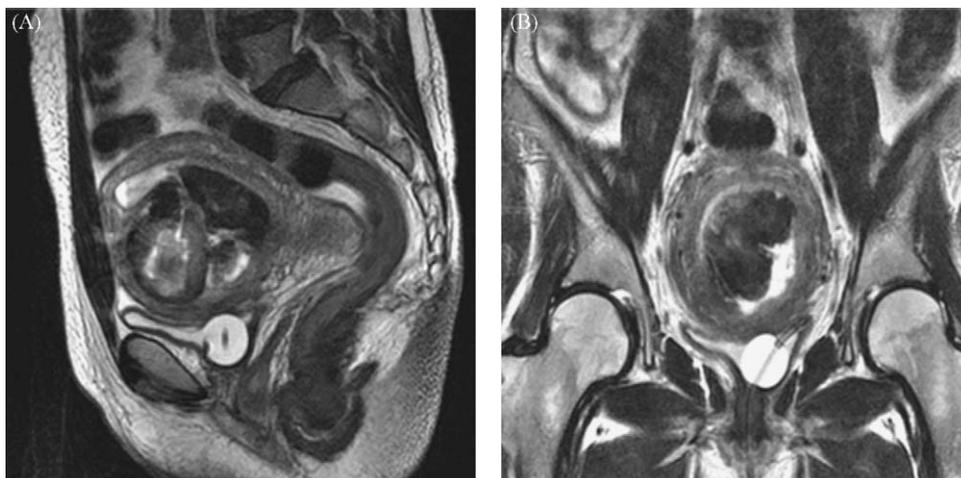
Imágenes de resonancia magnética pélvica. A: proyección sagital. B: proyección coronal. Se visualiza mioma en cara anterior uterina con restos hemáticos en su interior, sin realce a la administración de contraste, en posible relación con degeneración hemorrágica o necrosis.
